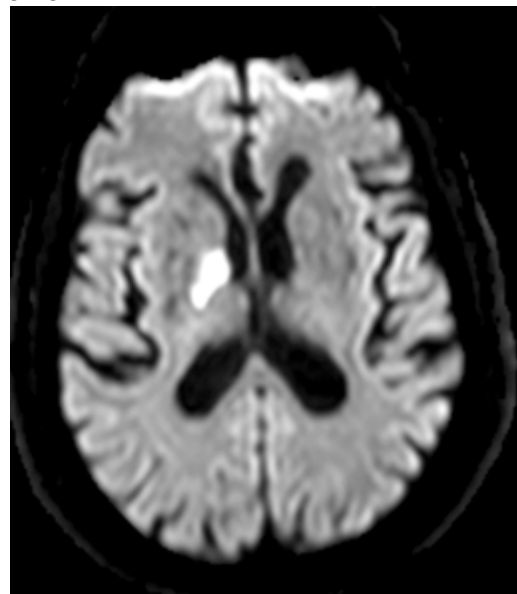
Diffusionsstörung in den Stammganglien rechts in der DWI-Sequenz einer MRT
